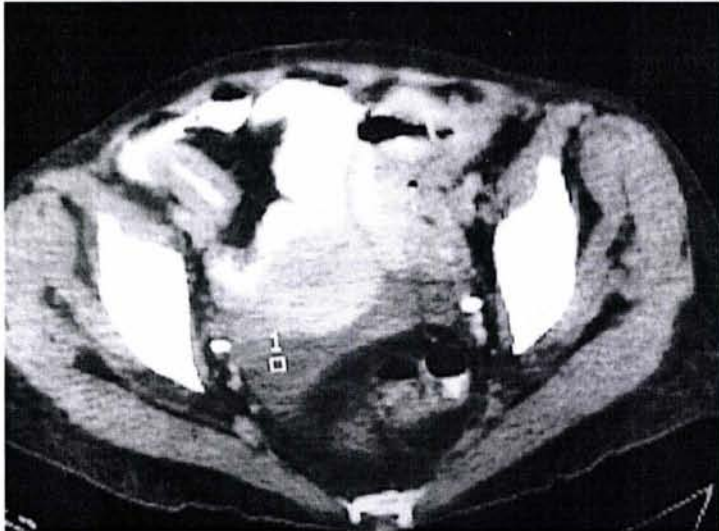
TAC de abdomen. El estudio muestra la imagen de una tumoración en fosa iliaca derecha compatible con adenocarcinoma de colon.
